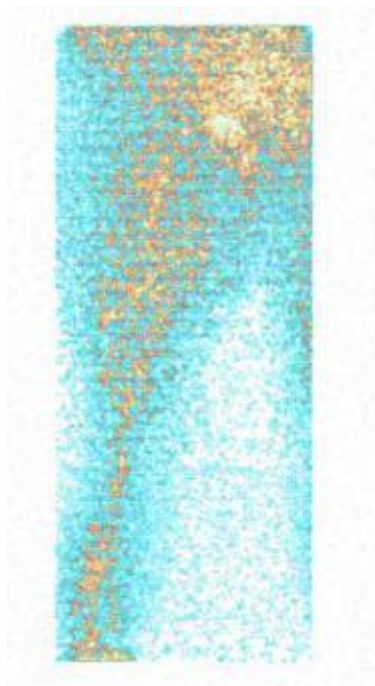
Радіоізотопна флєбосцинтиграфія: значне сповільнення поширення РФП при тромботичній оклюзії гирла поверхневої стегнової вени та загальної стегнової вени, скид венозної крові у поверхневі вени стегна.
